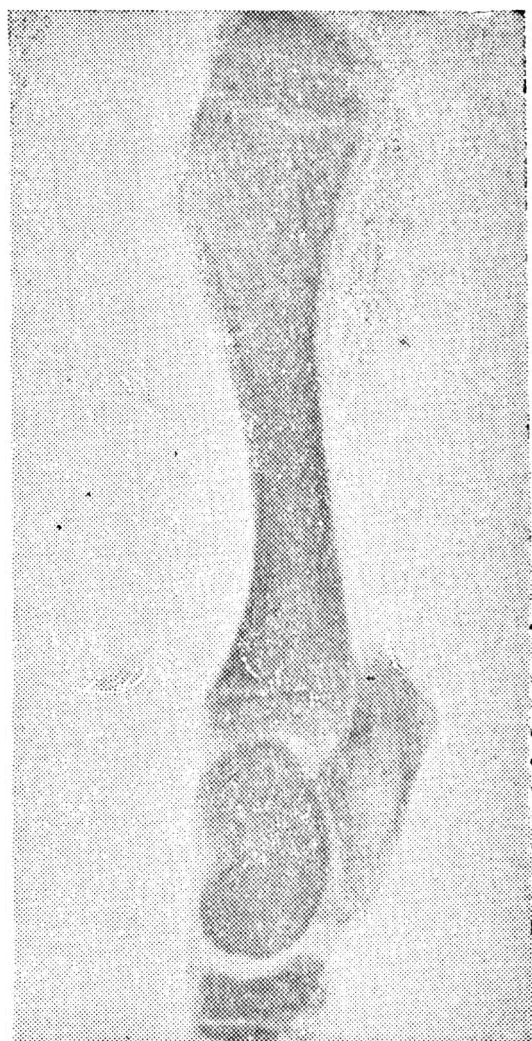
Рентгенограмма тазовой конечности. Остеопороз в различной степени. Небольшое разрыхление и расширение эпифизарного хряща. Заострение края и увеличение диаметра метафиза.
